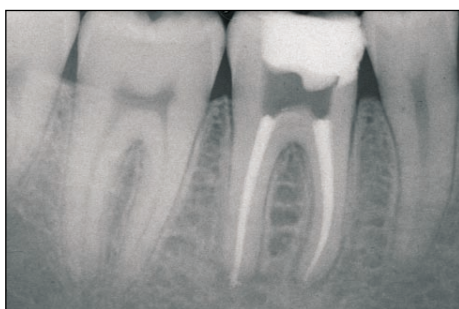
Radiografia preoperatoria.
